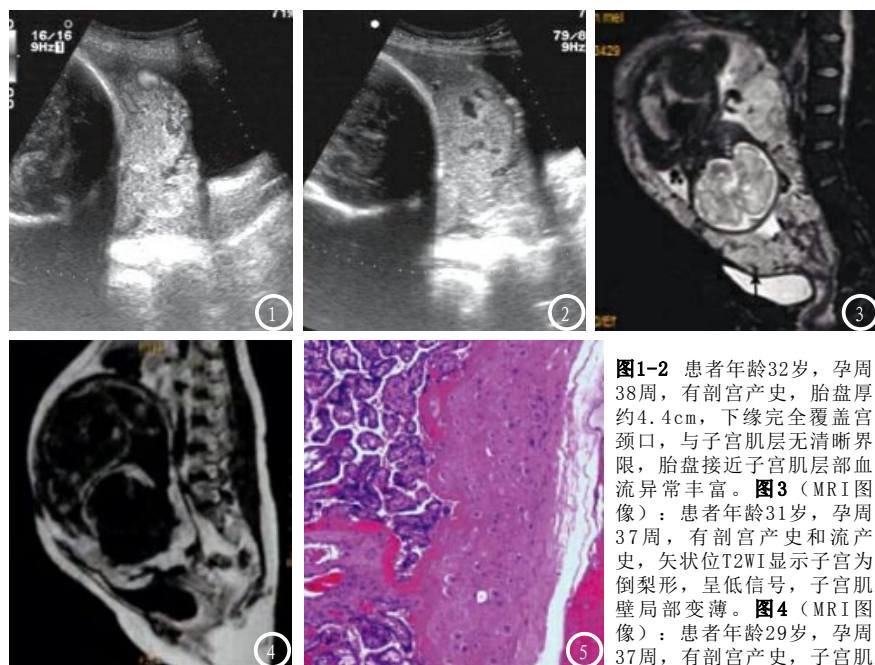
患者年龄32岁,孕周38周,有剖宫产史,胎盘厚约4.4cm,下缘完全覆盖宫颈口,与子宫肌层无清晰界限,胎盘接近子宫肌层部血流异常丰富。图3 (MRI图像):患者年龄31岁,孕周37周,有剖宫产史和流产史,矢状位T2WI显示子宫为倒梨形,呈低信号,子宫肌壁局部变薄。图4 (MRI图像):患者年龄29岁,孕周37周,有剖宫产史,子宫肌
